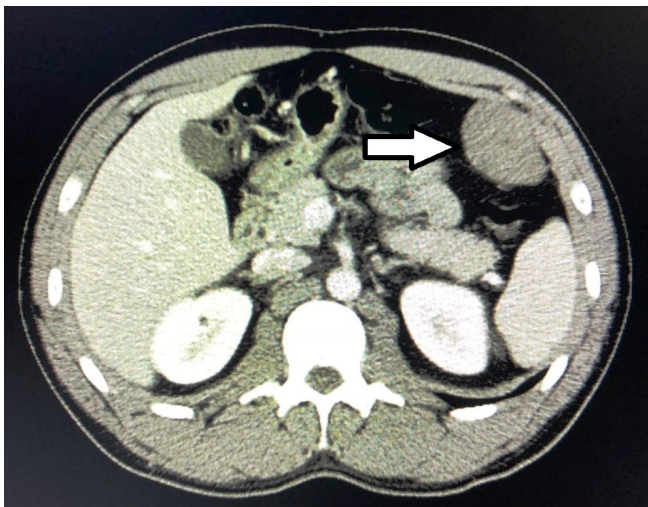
TC de abdome evidenciando lesão expansiva em parede de hemitórax esquerdo.
